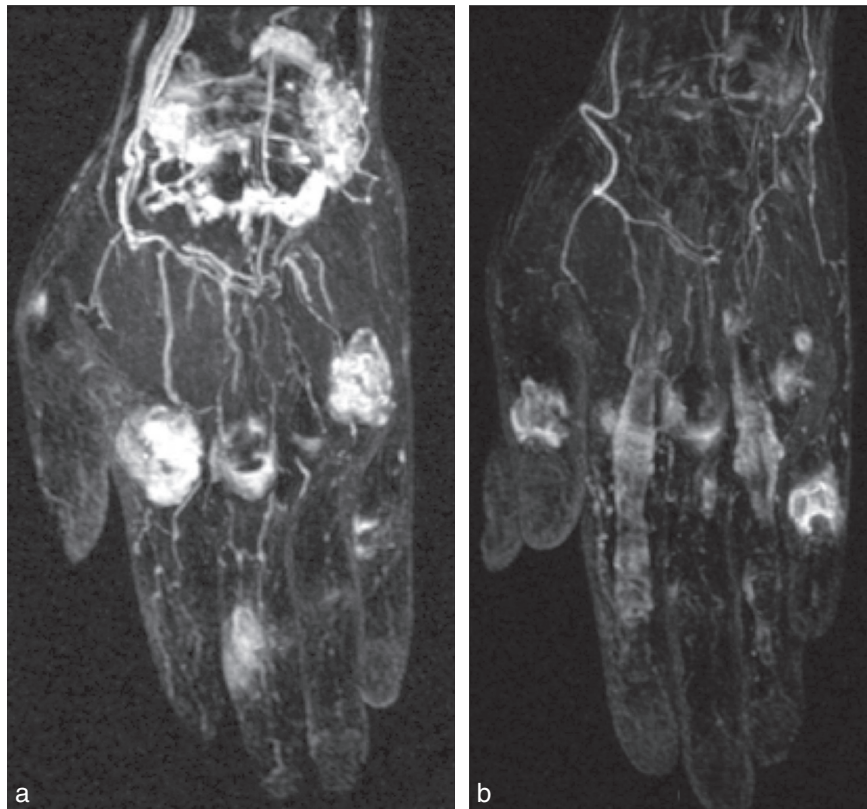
Angio-IRM et polyarthrite rhumatoïde : cartographie des synovites et ténosynovites. Coupes coronales MIP après injection de gadolinium chez deux patients différents. (a) Synovite carpienne, des 2^e, 3^e et 5^e métacarpophalangiennes (MCP), et de la 3^e interphalangienne proximale (IPP). (b) Ténosynovite des fléchisseurs des 2^e et 4^e doigts associée aux synovites articulaires.
